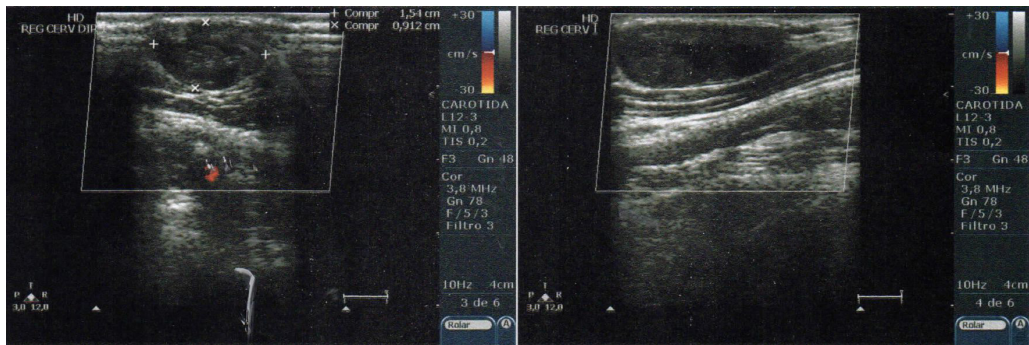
Eco-Doppler mostrando massa hipoecogênica e veia jugular externa trombosada, sem fluxo.
